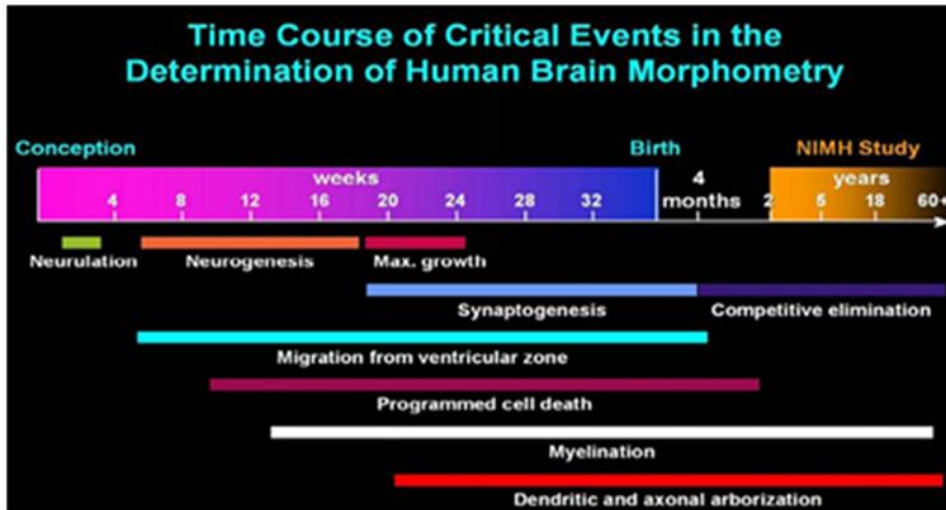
Secuencia de eventos de la maduración cerebral tomado de Lenroot, R. K., & Giedd, J.N. (2006) Brain development in children and adolescents: insights from anatomical magnetic resonance imaging.
